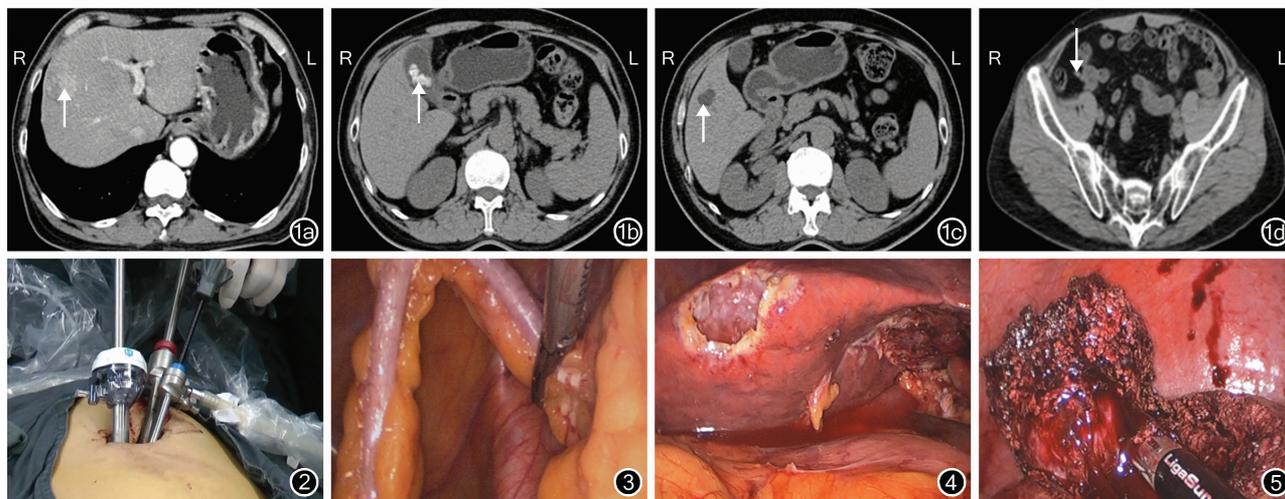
CT 检查结果 1a: 肝Ⅷ段占位性病变(↑), 增强后不均匀强化; 1b: 胆囊内可见多发高密度结节影(↑); 1c: 肝Ⅵ段小囊肿(↑); 1d: 阑尾内见点状高密度影(↓) 图 2 Trocar 摆放位置 图 3 阑尾切除 图 4 胆囊切除术后胆囊床及肝囊肿开窗引流 图 5 肝脏包块切除
